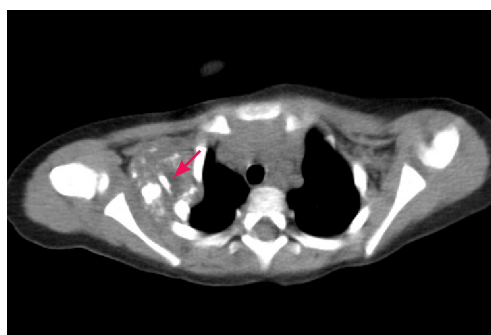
胸部CT扫描 可见右侧腋部软组织肿块, 内见云絮状、斑片状钙化灶(箭头所示)。
